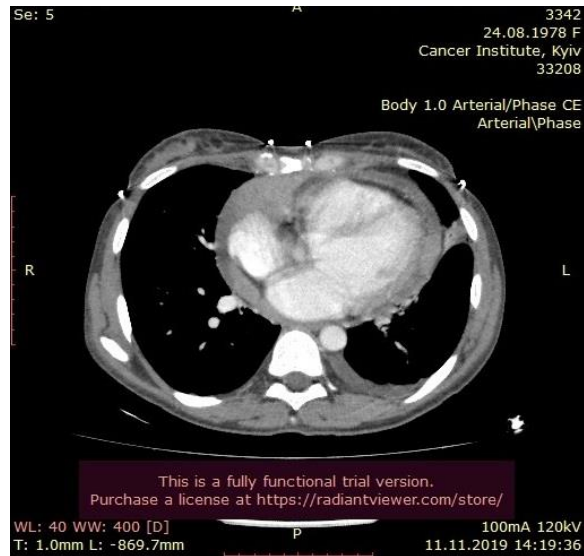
КТ-дослідження пацієнтки Д.
